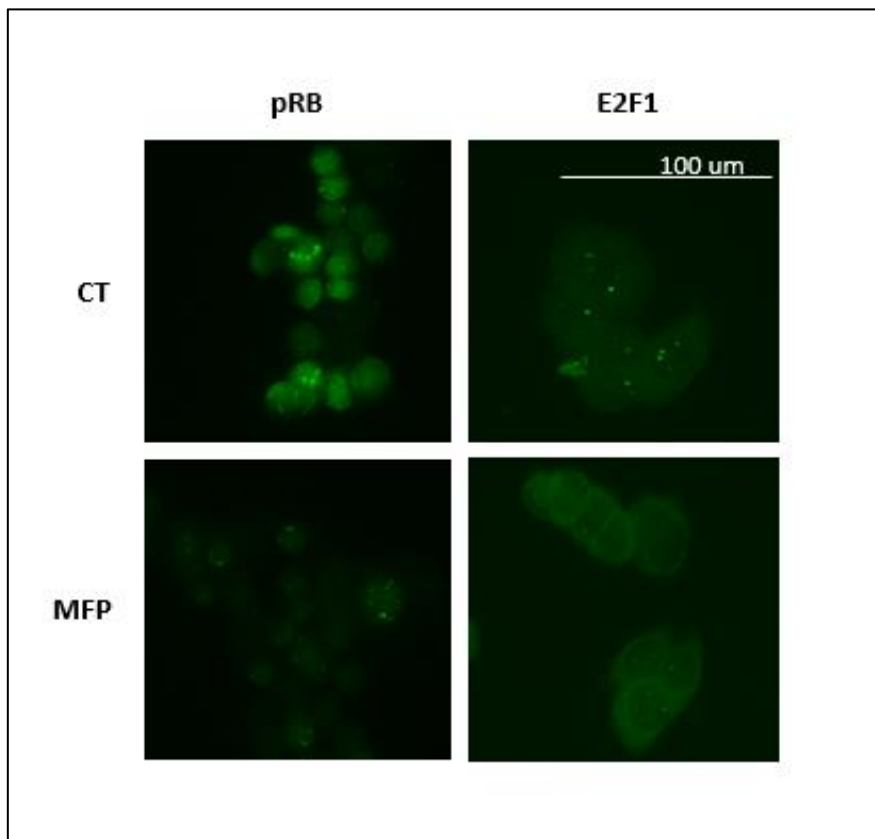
Figura R-35. Inmunomarcación de las proteínas pRB y E2F1 luego de 24 horas de tratamiento con MFP (10 nM) en 7% SFB. Se utilizaron anticuerpos secundarios marcados con FITC (verde). CT: Control.
